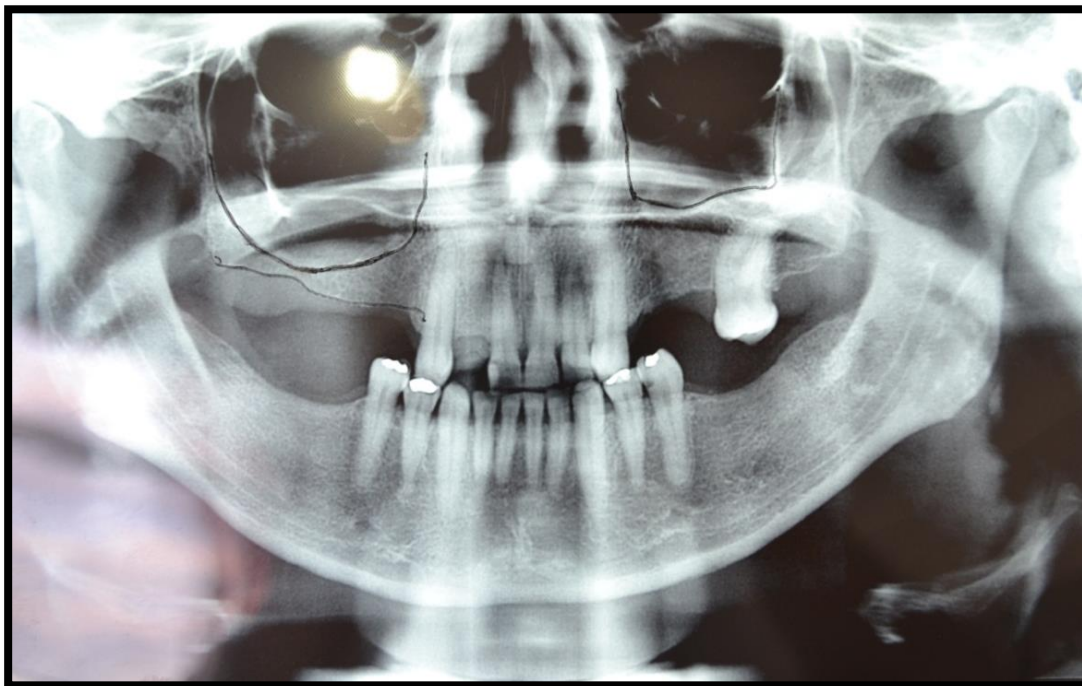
Radiografia panorâmica mostrando um seio maxilar com septos, delimitados em linha preta, que divide o seio maxilar do lado esquerdo em dois compartimentos distintos.
